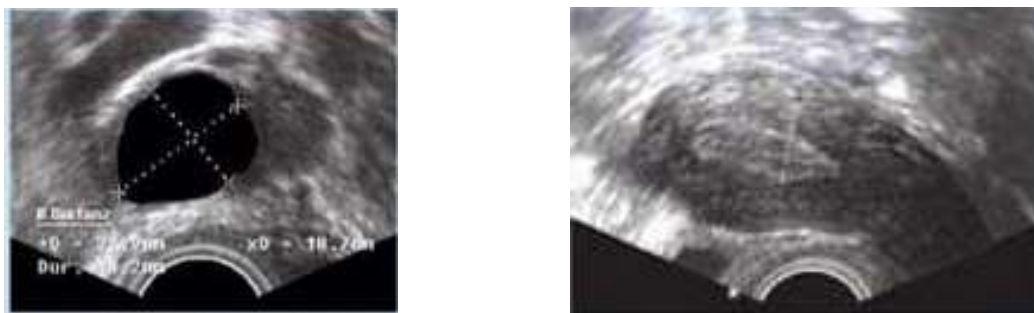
Monitoring échographique : follicule mature/endomètre ovulatoire
